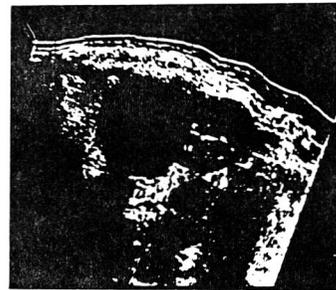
Ultrasonogram of right renal cyst.
